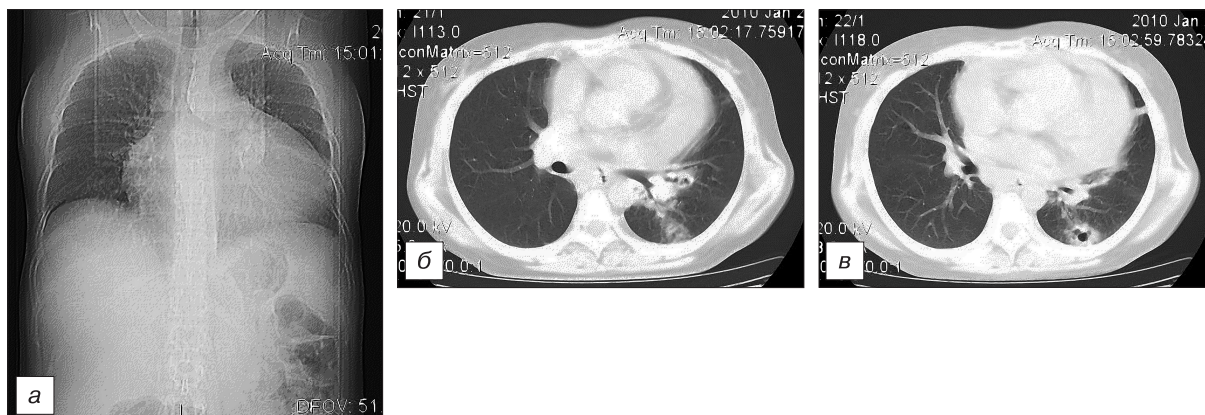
Компьютерная томография органов грудной клетки больной Ш. от 25.01.10 (режим сканирования: спираль; толщина реконструктивного среза 5 мм, ширина/шаг 5 мм).
